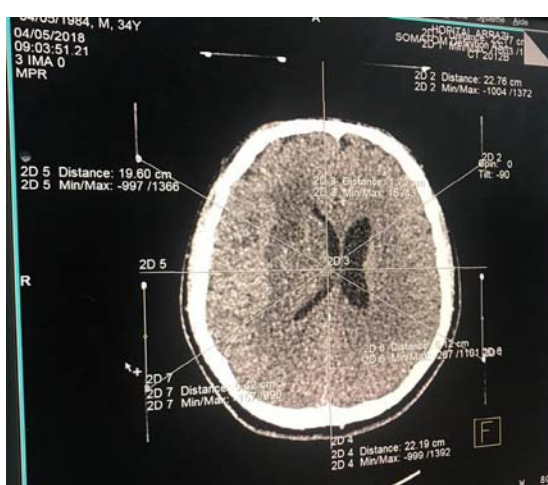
TDM cérébrale, en coupe axiale, sans injection de PDC, objectivant une lésion thalamique hypodense avec son repérage en conditions stéréotaxiques (Cas n°6).
